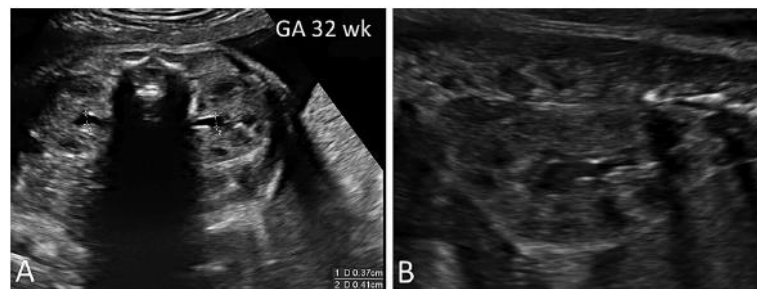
Ultrasound appearance of normal fetal kidneys at 32 weeks gestation. A: Imaging in the transverse plane demonstrates an anterior-posterior renal pelvis diameter (APRPD) measuring < 7 mm, which is within the normal range for this gestational age. The measurement is taken with the spine at the 12 o'clock position and the calipers are placed at the widest part of the intrarenal fluid collection. B: Imaging in the sagittal plan demonstrates normal appearing parenchyma and no peripheral calyceal dilation. This fetus has a normal appearing bladder (not shown) and the ureters are not visualized.
